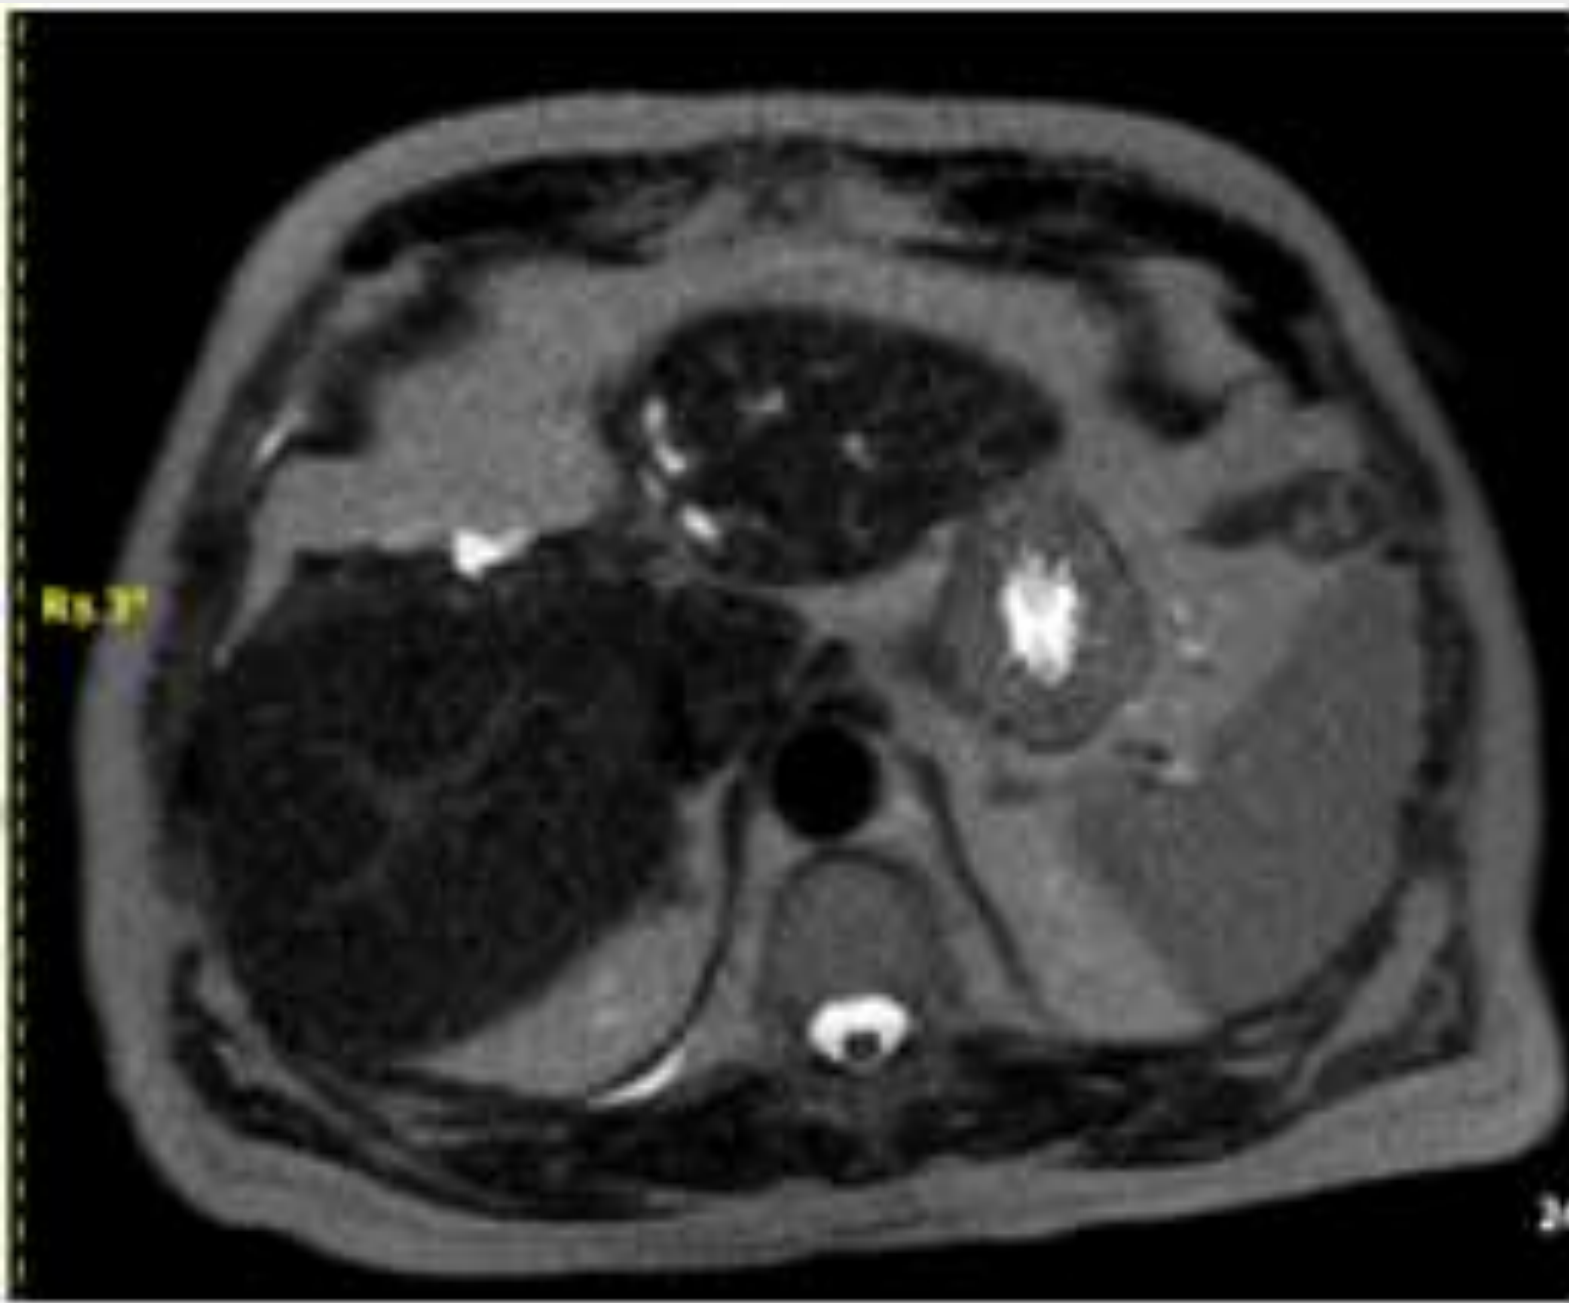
Follow up MRI Ήπατος με IVC 27/03/2024: Μείωση διαστάσεων ΧΚΕ σε 3,6x2,8 εκ, υποχώρηση στοιχείων ανομοιογενούς σκιαγραφικής πρόσληψης στην αρτηριακή φάση, με προσοδευτική σκιαγραφική έκπλυση κατά τις καθυστερημένες φάσεις και παρουσία κάψας. Χωρίς εξωηπατική νόσο.
